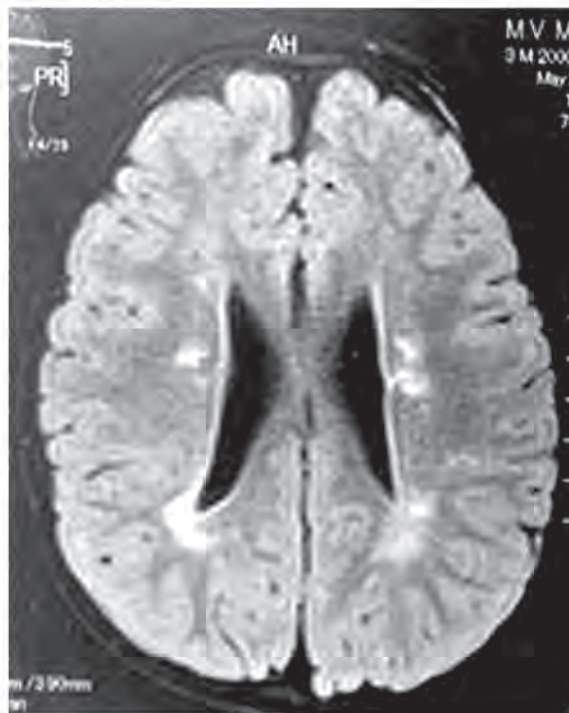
МРТ дослідження головного мозку. Виявлені постгіпоксичні зміни у вигляді вогнищ перивентрикулярної лейкомаляції білатерально
